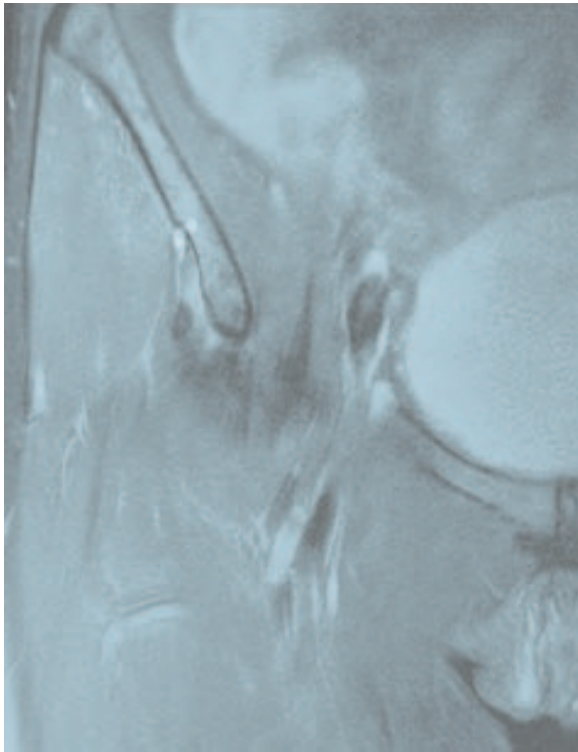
Désinsertion partielle du tendon indirect du muscle droit fémoral. IRM (T2FS).
